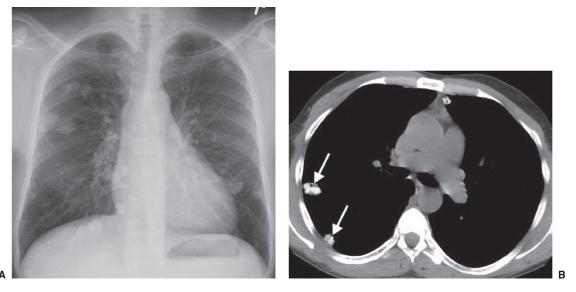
А: рентгенограмма грудной клетки 37-летнего мужчины с множественными уплотнениями в легких различного размера. В: на срезе КТ того же пациента стрелками указаны кальцинаты в лёгких.
